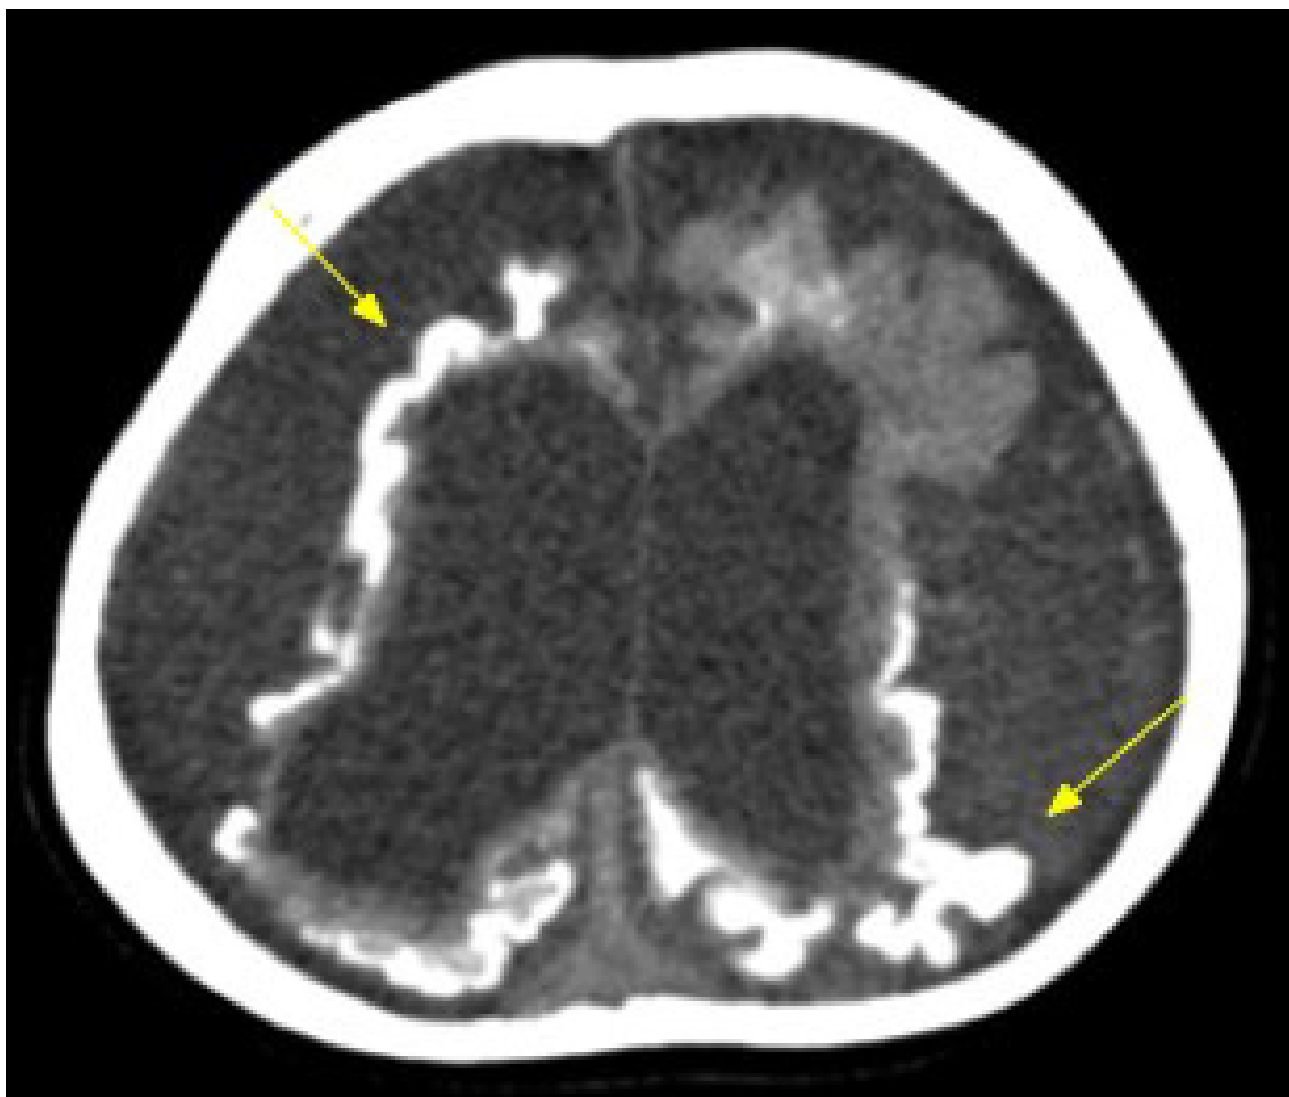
Imagem axial de tomografia computadorizada sem uso de contraste endovenoso demonstrando acentuação severa e difusa dos sulcos entre os giros corticais com dilatação compensatória assimétrica dos ventrículos laterais. Também, calcificações grosseiras giriformes no córtex cerebral (setas finas).
